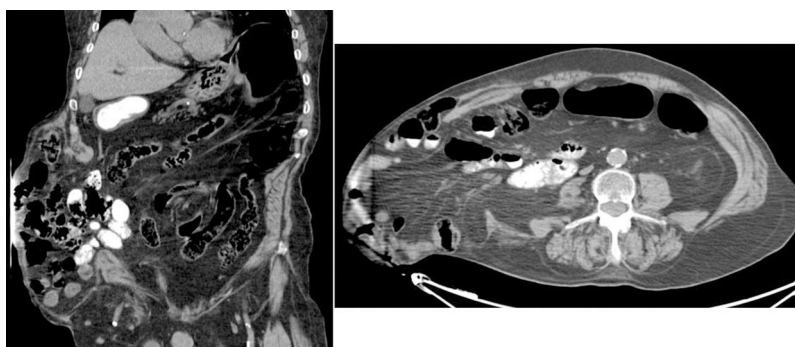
Eventración lumbar: imagen obtenida por TC.
